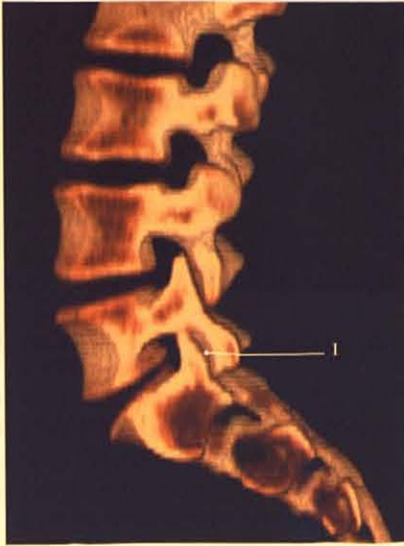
Butée zygapophysaire S1 (1) Coupe TDM sagittale (cliché Dr T. Diesce)
